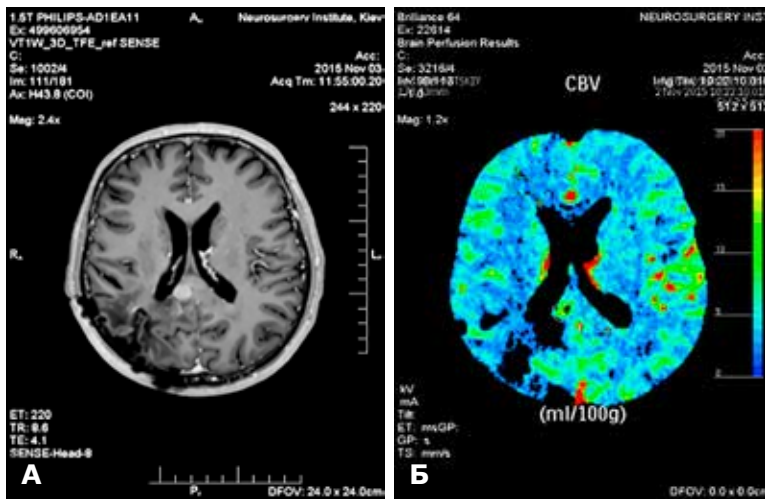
Хвора віком 51 рік. Стан після видалення гліобластоми та проведення CPX. Локальний рецидив через 18 міс: А – магнітно-резонансна терапія, T1-зважене зображення з контрастуванням; Б – комп'ютерна томографія, перфузія (зображення об'єму кровотоку). Вогнище рецидиву гліобластоми. Проведено CPX в одну фракцію із супутньою хімотерапією (на вогнище рецидиву об'ємом $2,2\text{cm}^3$ – 18 Gr)
